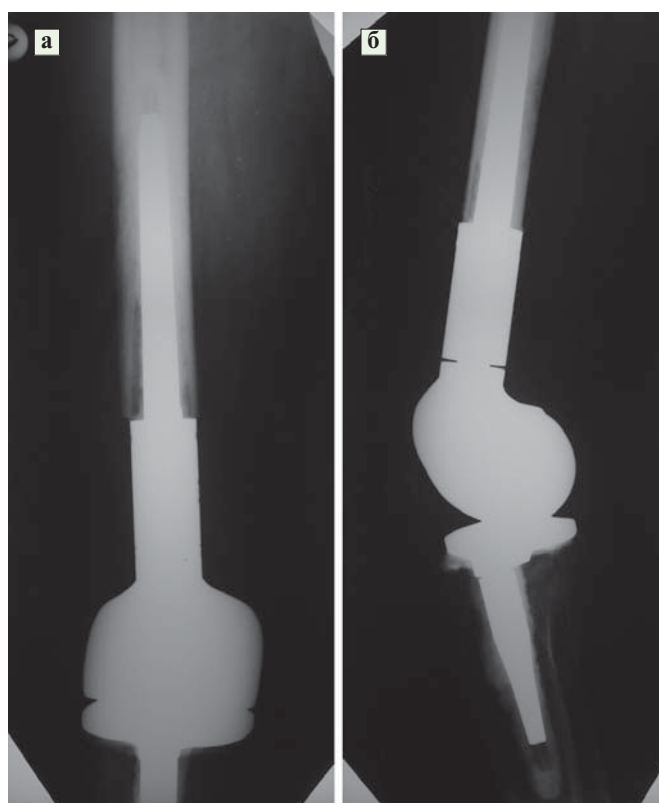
а) Фотовідбитки рентгенограми хворого М., після резекції дистального відділу стегнової кістки з ГКП та ендопротезування колінного суглоба ендопротезом фірми “Вальдемар Лінк” (пряма проекція), б) Фотовідбитки рентгенограми хворого М., після резекції дистального відділу стегнової кістки з ГКП та ендопротезування колінного суглоба ендопротезом фірми “Вальдемар Лінк” (бокова проекція).
